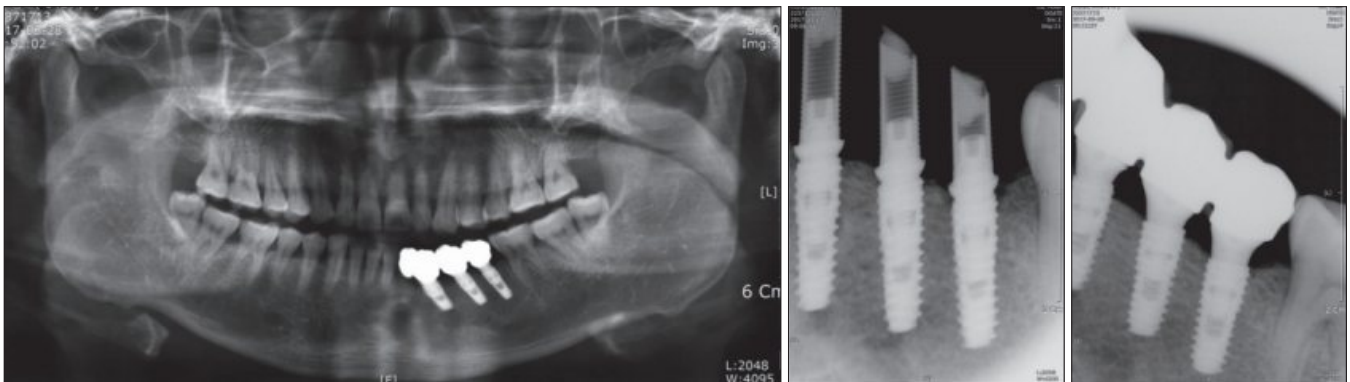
X-ray views after final prosthesis.
